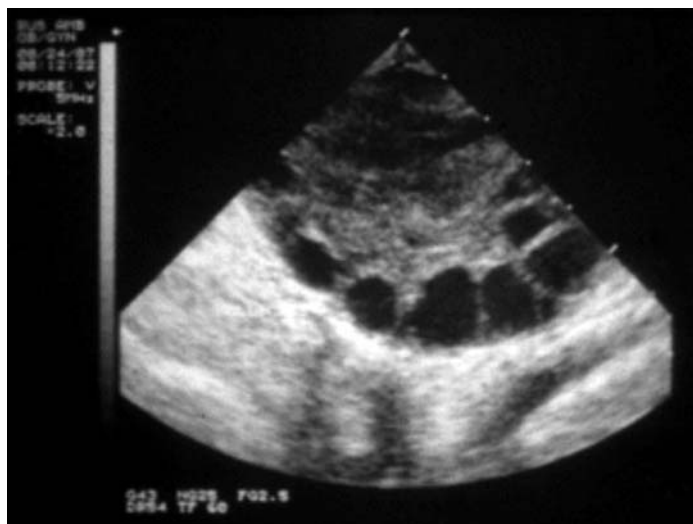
Поликистозный яичник (влагалищное УЗИ). Обратите внимание на ряд фолликулов диаметром 3—6 мм по периферии яичника, под капсулой, и гиперплазию стромы в центре. Фотография любезно предоставлена доктором Michael Steinkampf.
